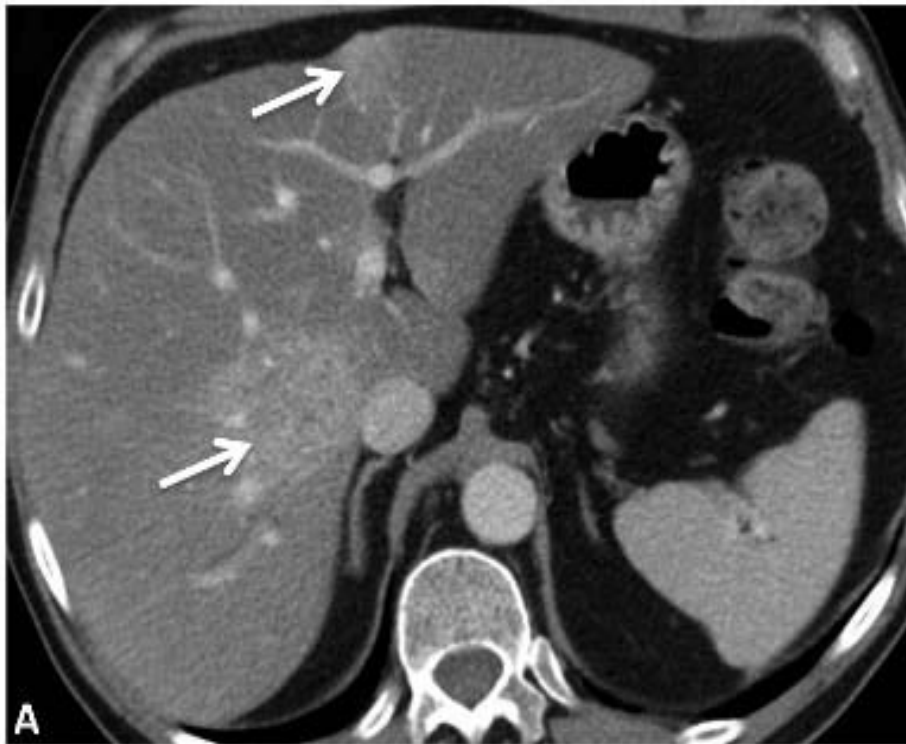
TDM hépatique en coupe axiale, après injection du produit de contraste au temps portal, présence de deux lésion secondaires (flèches fines)
